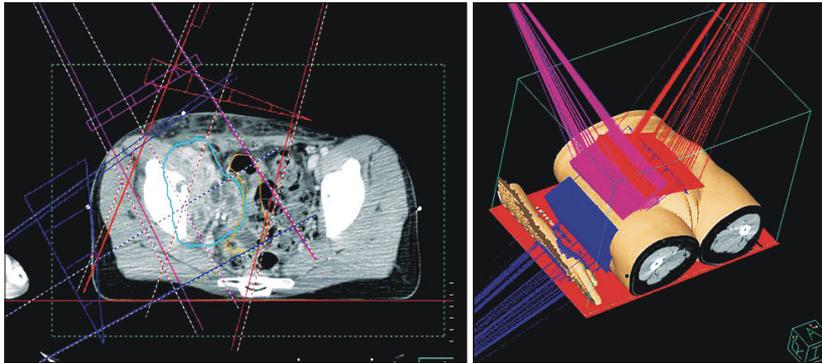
An example of three-dimensional conformal radiotherapy treatment planning with CT data for a recurrent right pelvic side wall cervical cancer.
